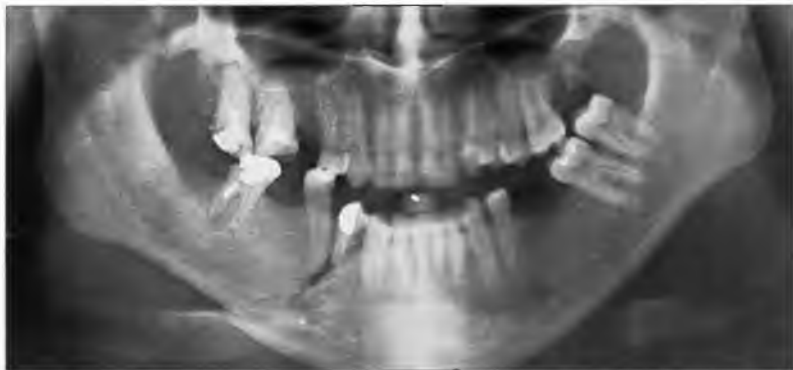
Ортопантомограмма (зонограмма нижней трети лицевого черепа) с деформацией в результате неправильно сросшегося перелома нижней челюсти
